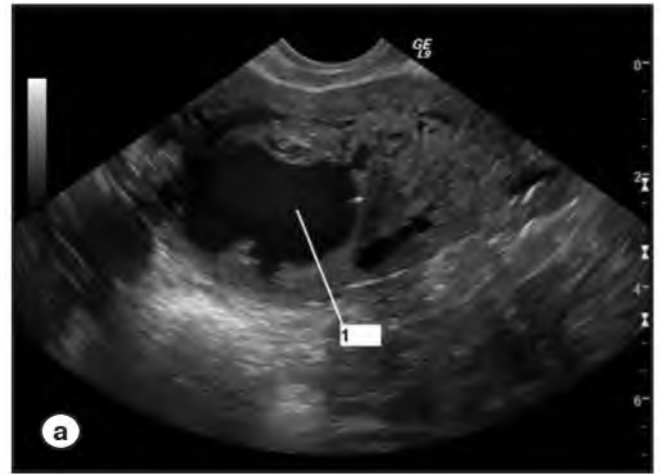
УЗ-томограмма матки, выполненная в продольной плоскости. Лакуна больших размеров (1) в опухолевом узле и расширенные, патологически измененные сосуды миометрия.
